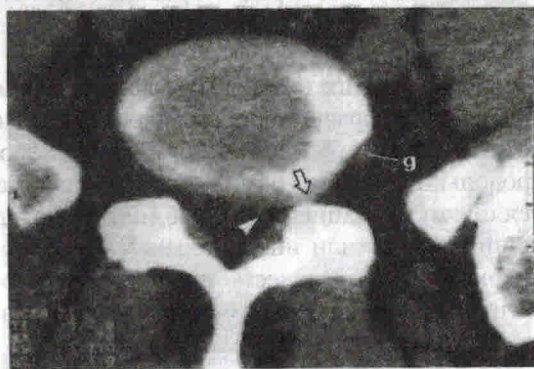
Циркулярно-фораминальная левосторонняя протрузия межпозвоночного диска $L_V - S_1$, стрелка — направление протрузии; g — передняя ветвь спинального нерва L_5 , головка стрелки — отсеченный левый корешок Нажотта S . Возможно поражение корешков соседних гомолатеральных сегментов L_5 за счет компрессии в межпозвоночном отверстии и S за счет натяжения
